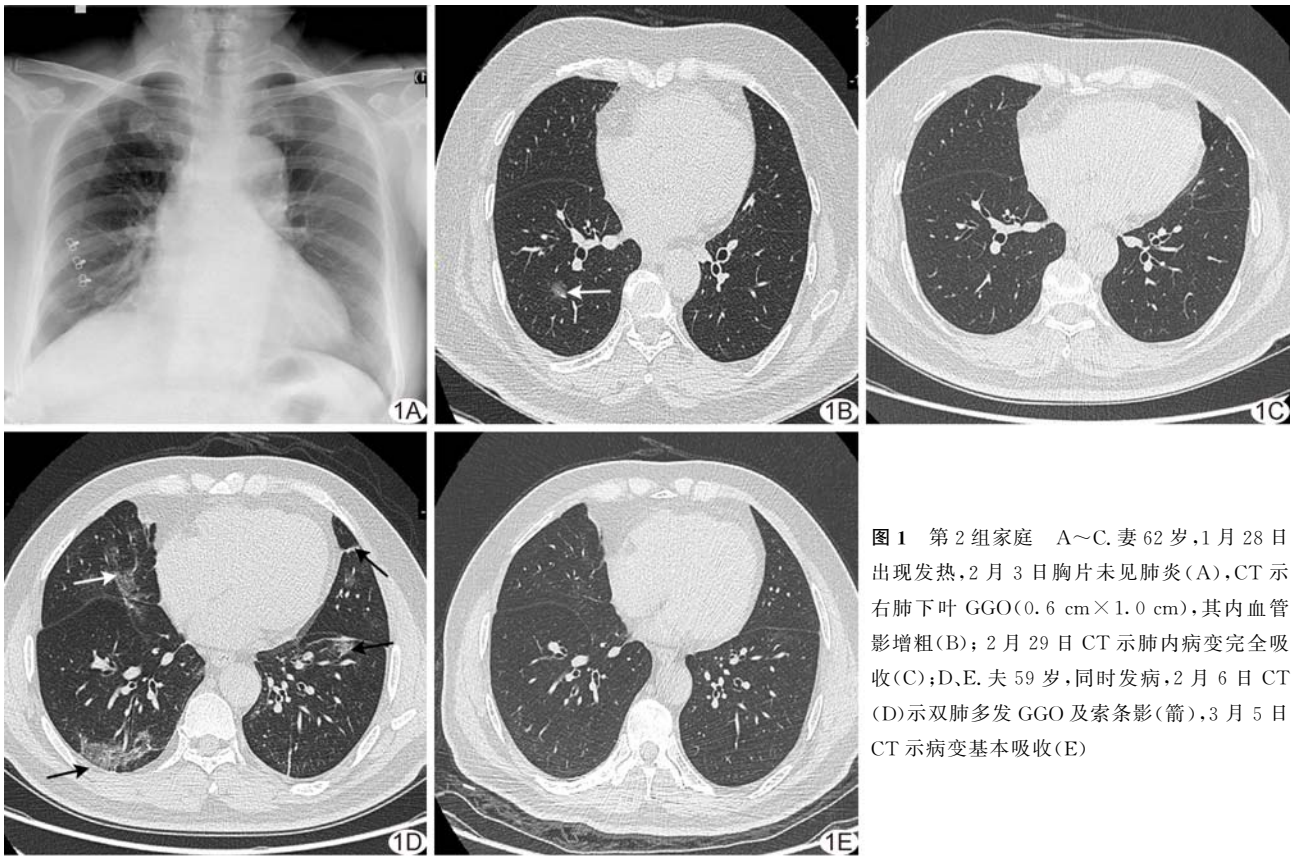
第 2 组家庭 A~C. 妻 62 岁,1 月 28 日出现发热,2 月 3 日胸片未见肺炎(A),CT 示右肺下叶 GGO(0.6 cm×1.0 cm),其内血管影增粗(B);2 月 29 日 CT 示肺内病变完全吸收(C);D、E. 夫 59 岁,同时发病,2 月 6 日 CT (D)示双肺多发 GGO 及索条影(箭),3 月 5 日 CT 示病变基本吸收(E)
